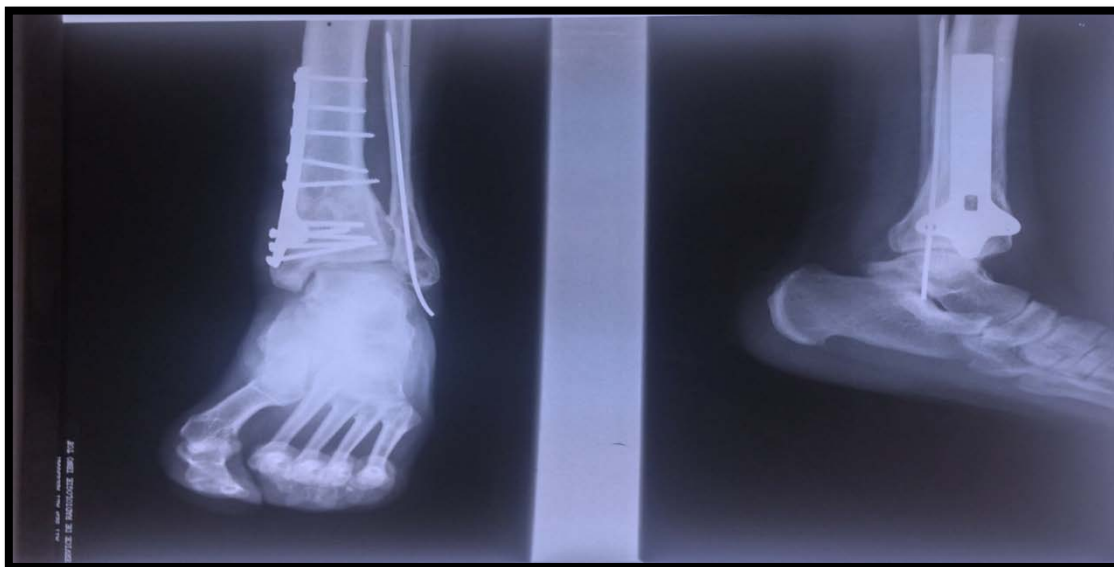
Radiographie d'une infection d'une plaque vissée en trefle avec réaction périostée (photo du service).
